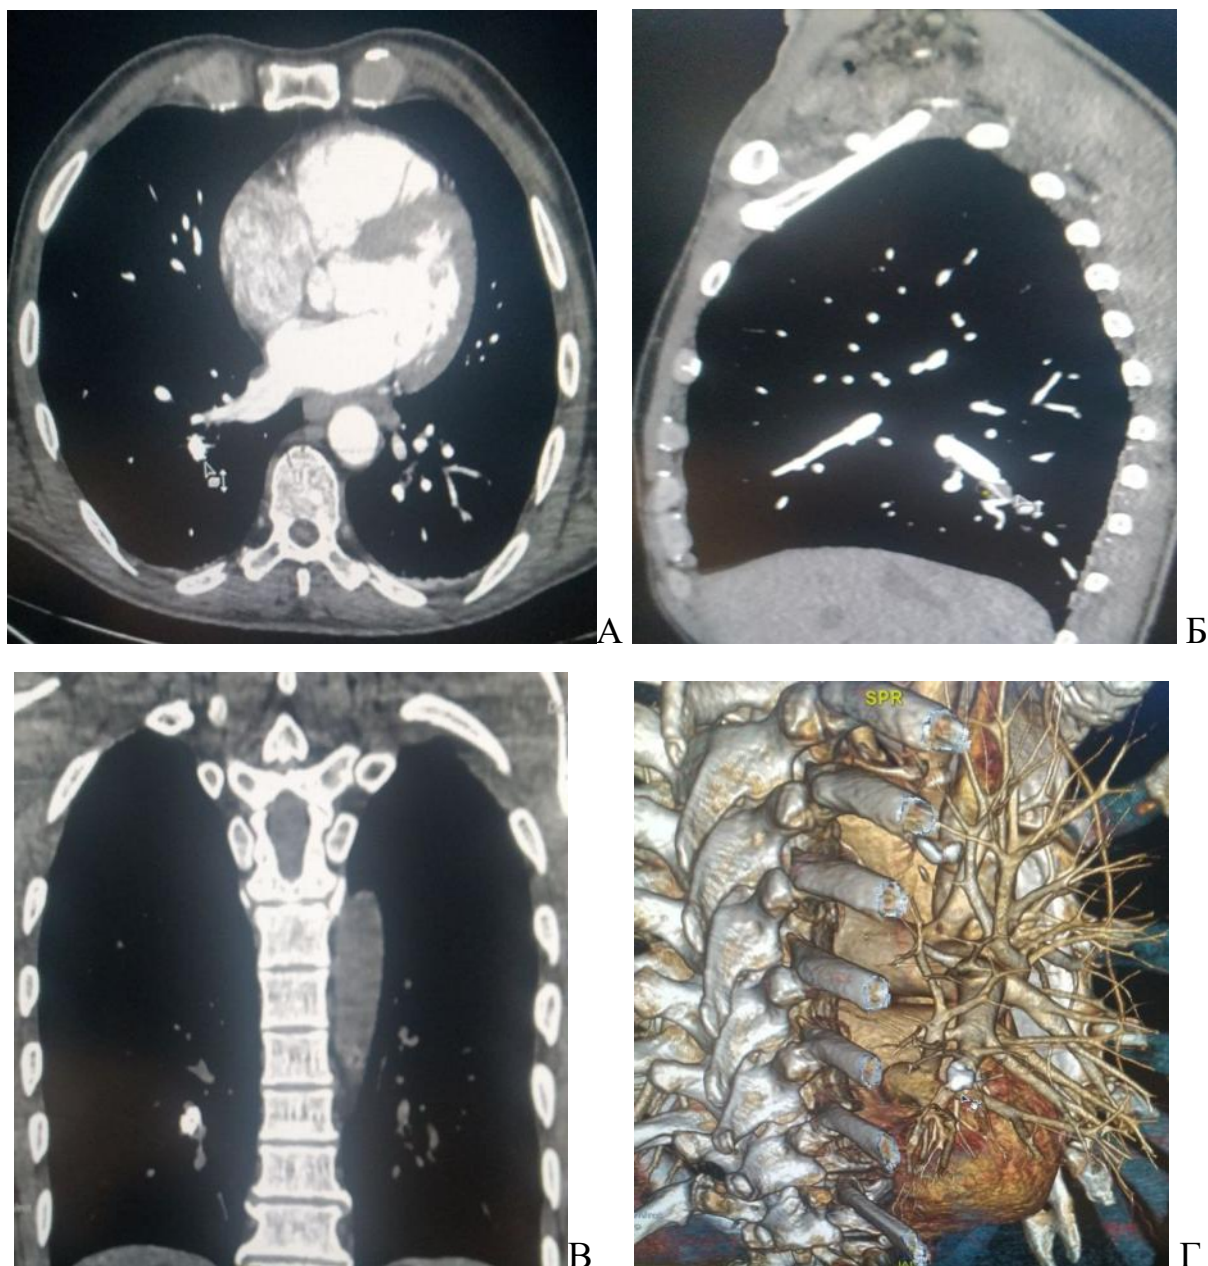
МСКТ ангіографія органів грудної клітки: А – аксіальна проекція: металевий осколок в проекції правої легеневої артерії в ділянці S9; Б – сагітальна проекція: металевий осколок в просвіті правої легеневої артерії; В – коронарна проекція: металевий осколок в ділянці S9; Г – 3D реконструкція: металевий осколок в просвіті правої легеневої артерії.
